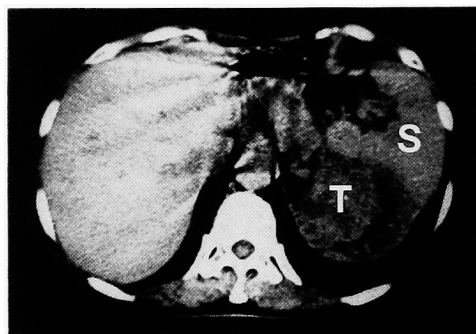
CT スキャン (第11胸椎上縁でのスライス) 腫瘍 (T) は脾臓 (S) および横隔膜へ浸潤している。
